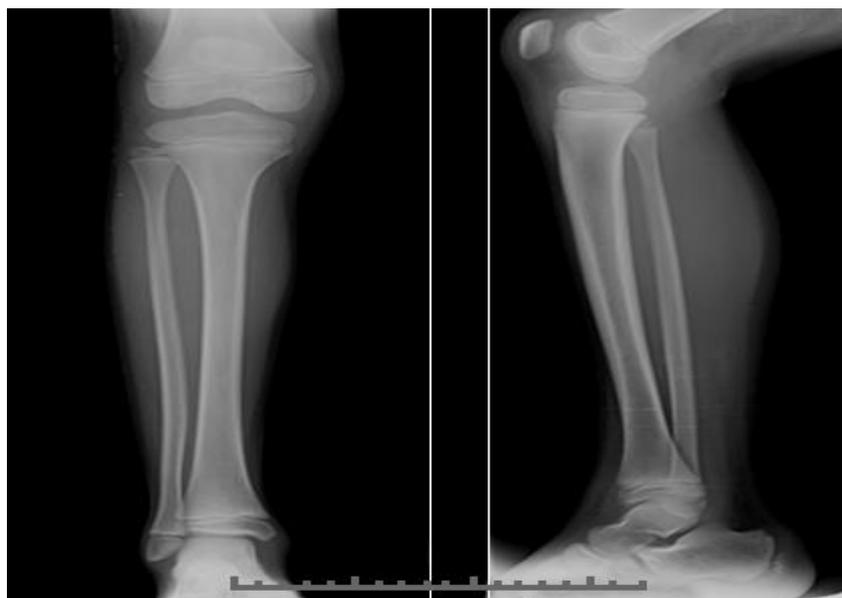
Radiografía al ingreso: osteomielitis aguda de tibia, día 3.
